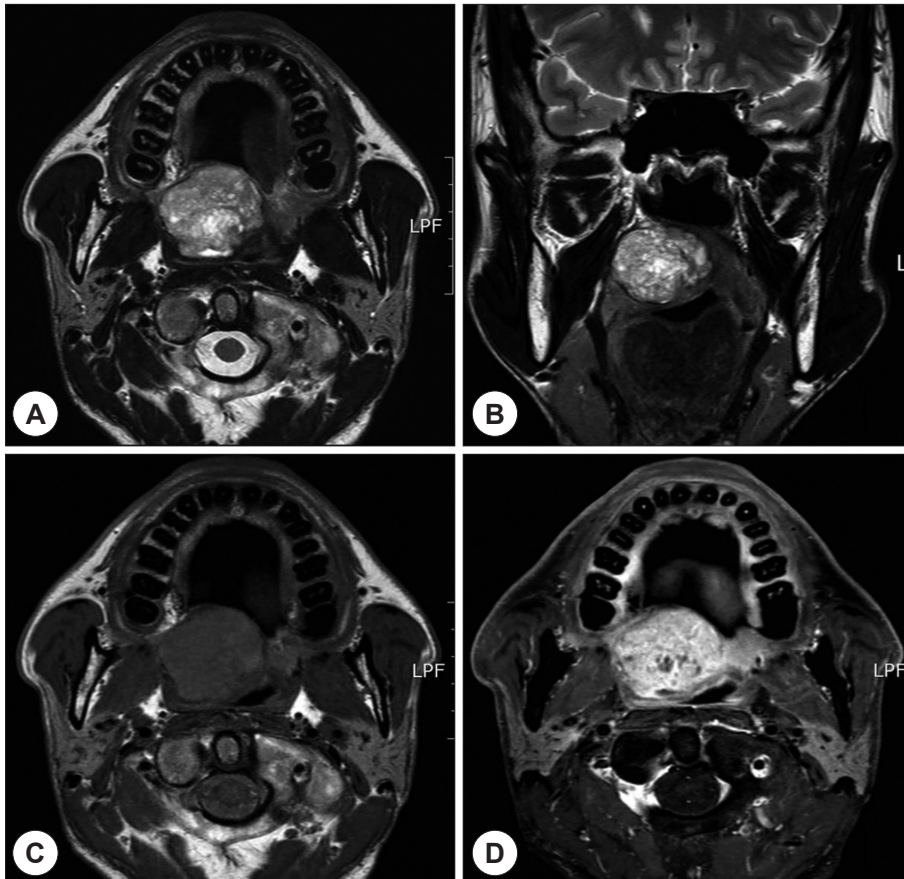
MRI findings. A : T2 weighted axial image shows about 4.0 cm sized well defined spherical mass with microcystic high signal intensity (SI) lesions in right soft palate. B : The evidence of bony and neurovascular infiltration was not found on T2 weighted coronal image. C : T1 weighted axial image shows slight high signal intensity (SI) compare to the muscle. D : Gadobutrol-enhanced image shows low to moderate enhancement with microcystic lesions.
